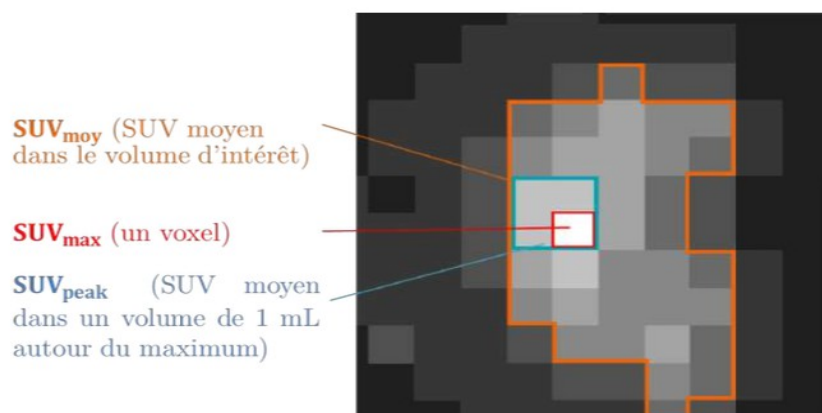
Représentation de dérivés du SUV.
